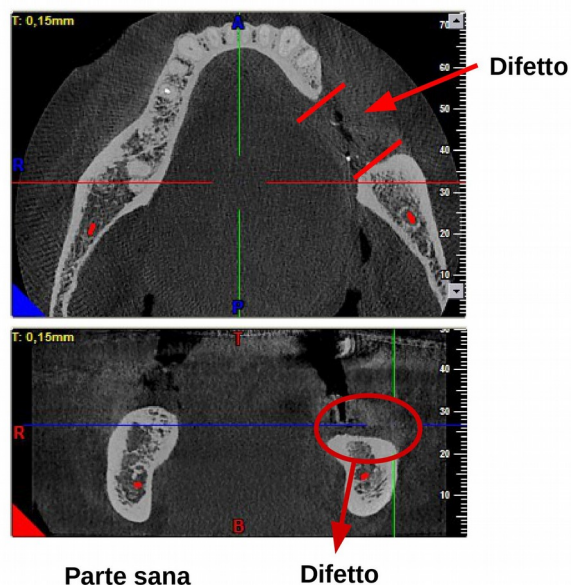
Immagine CT dell'arcata inferiore
